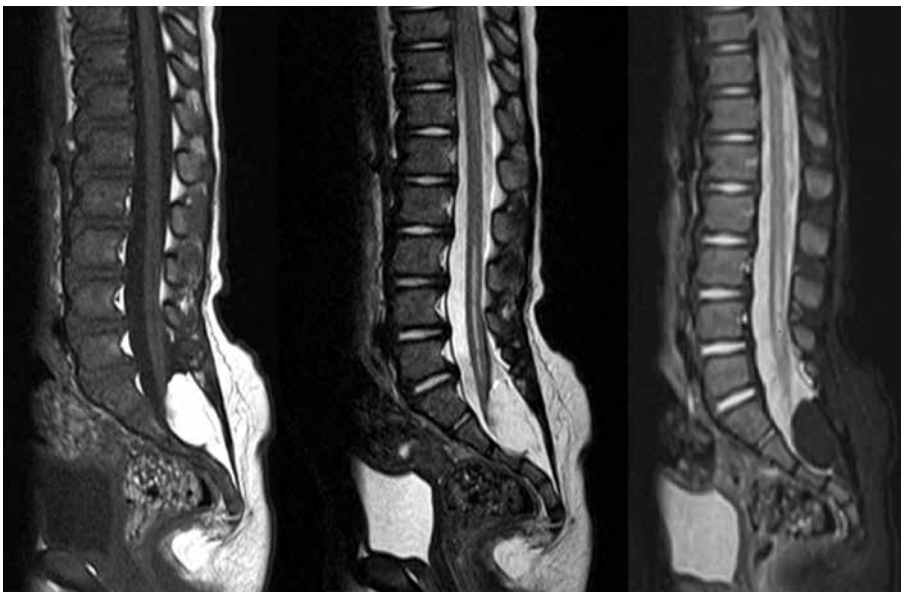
Resonancia magnética de la columna lumbosacra (plano sagital en T1, T2 y TIR). Disrafismo espinal y médula anclada adyacente a lipoma intradural.
